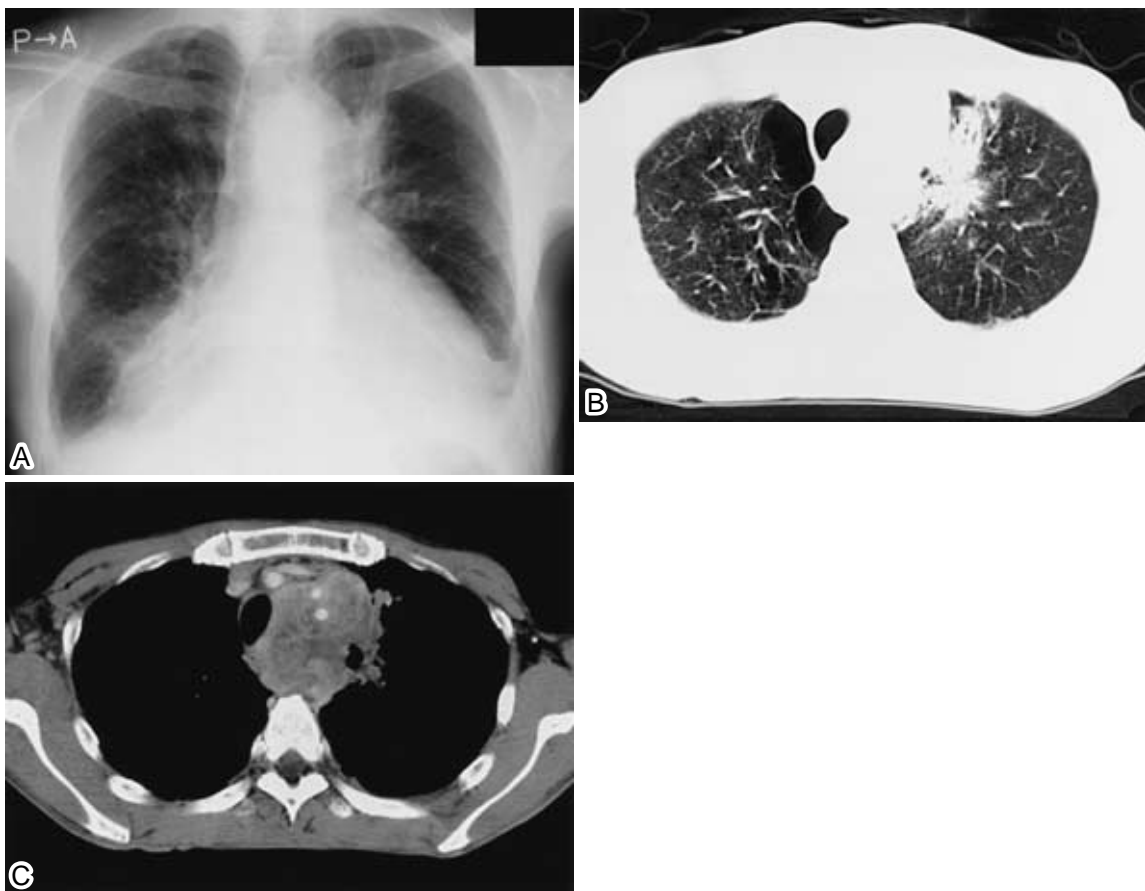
( A ) Chest radiography showing bilateral pleural effusion, increased cardiothoracic ratio, and a mass shadow in the left hilum.( B, C ) Chest CT scan showing a mass in the left S<sup>1+2</sup> and mediastinal lymphadenopathy.
